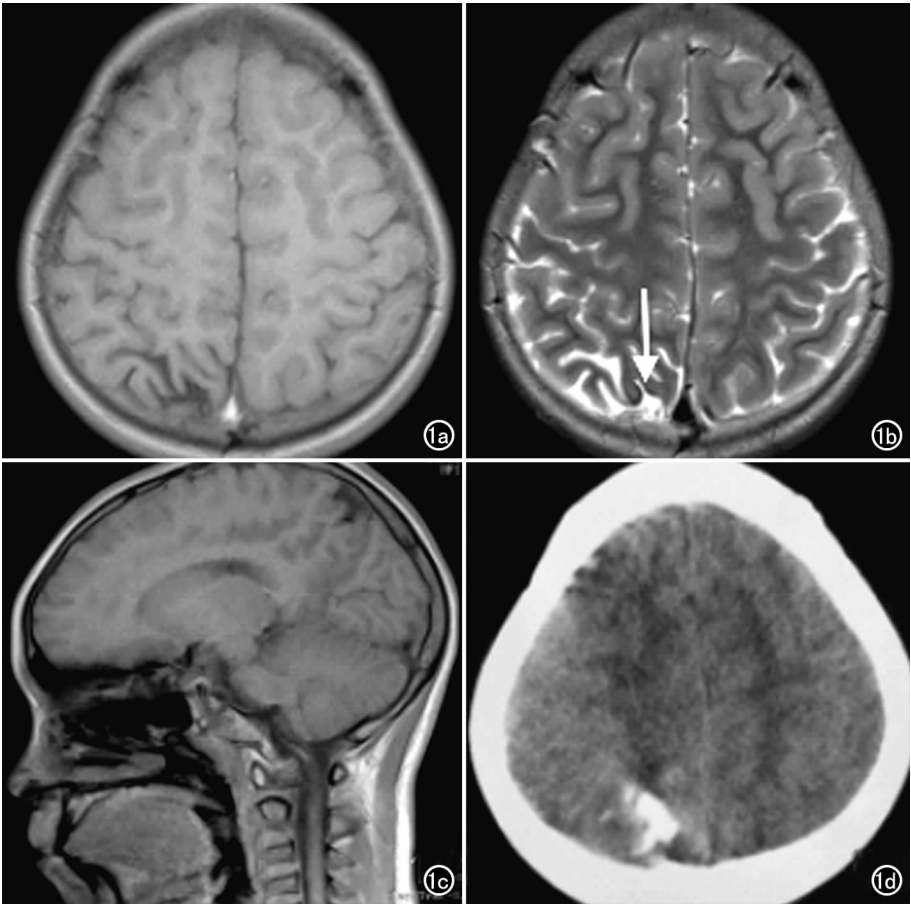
患儿,女,9 岁,四肢抽搐 8 年。a) 横轴面 T₁WI 平扫示右侧顶叶后部局限性脑萎缩;b) 横轴面 T₂WI 平扫示脑回周围可见脑回状低信号影(箭);c) 矢状面 T₁WI 平扫示右侧顶叶后部局限性脑萎缩;d) CT 平扫示右侧顶叶斑片状、脑回状高密度影(钙化)。
